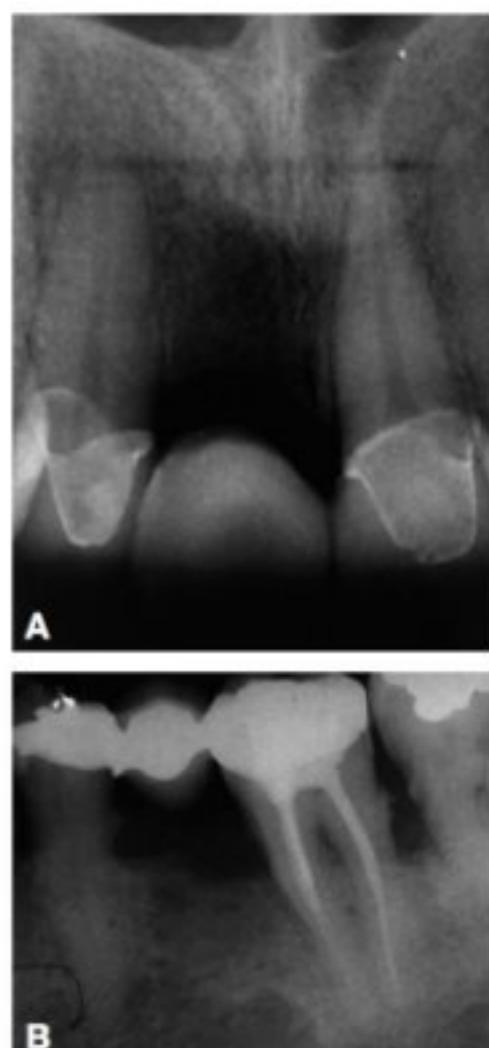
Radiografias de PPF após 5 anos da cimentação. (A) Com o periodonto de sustentação íntegro. (B) Com presença de cálculo subgengival e perda óssea.
